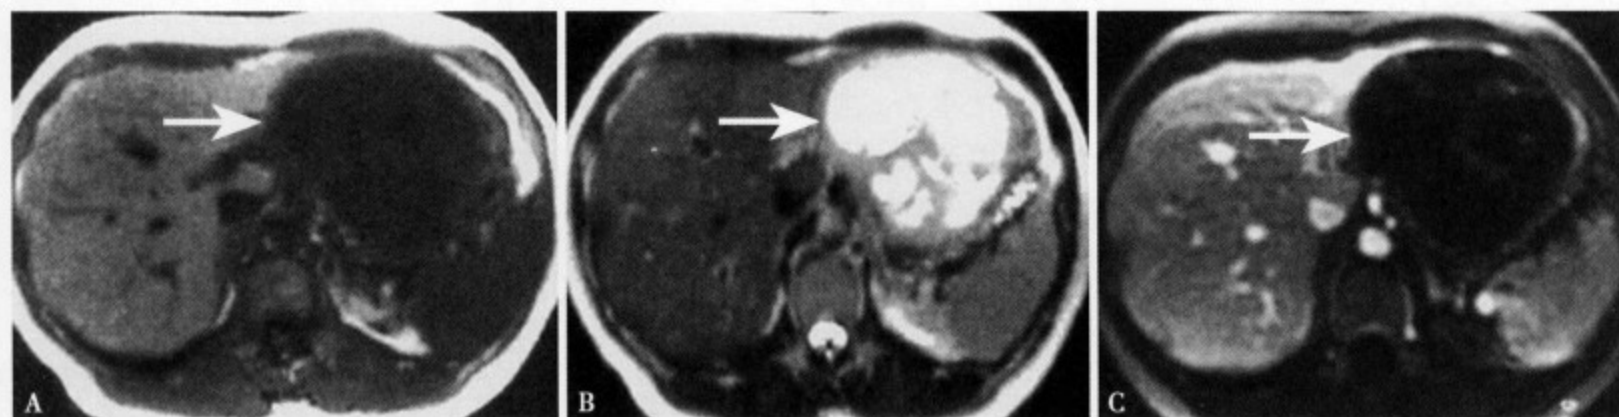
MRI T_1WI (A) 肿瘤呈低信号，内部信号欠均匀； T_2WI (B) 病灶呈稍高信号，边缘尚清，内部有不规则形更高信号；增强 MRI (C) 病灶内可见不规则形隔壁样强化
